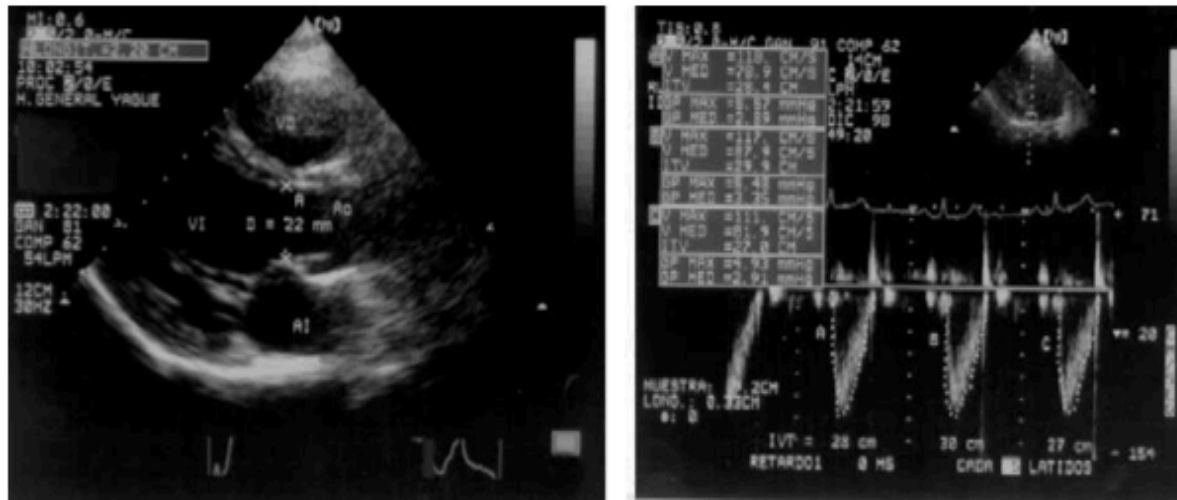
Obtener el diámetro del tracto de salida de VI en plano parasternal longitudinal (1) y estimar el área ($0,785 \times 2,2^2 = 3,79 \text{ cm}^2$). Seguidamente (2) registrar el flujo del tracto de salida de VI (TSVI) mediante Doppler pulsado, en plano apical de cinco cámaras y obtener VTI (en la imagen se han registrado tres mediciones con media de 24 cm). El volumen latido (VL) = $3,79 \times 24 = 91 \text{ ml}$.
